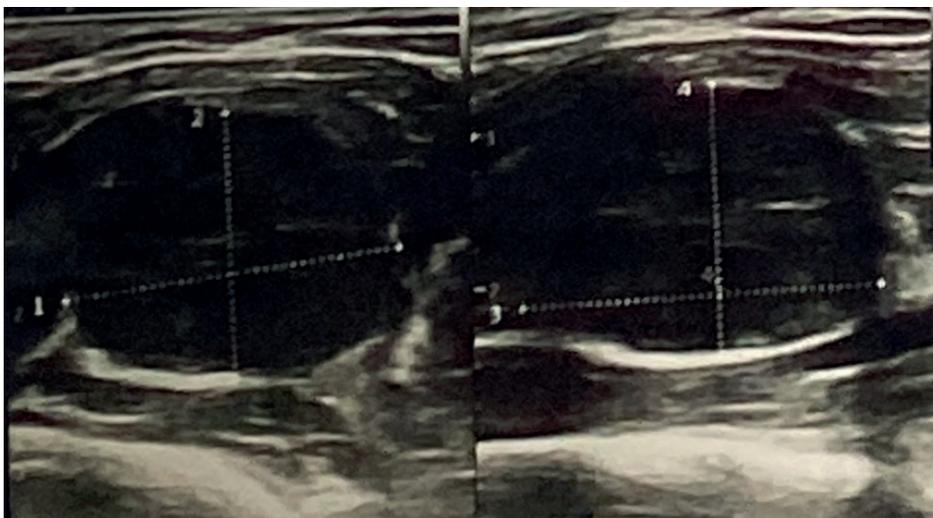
Ultrasonografía de partes blandas
